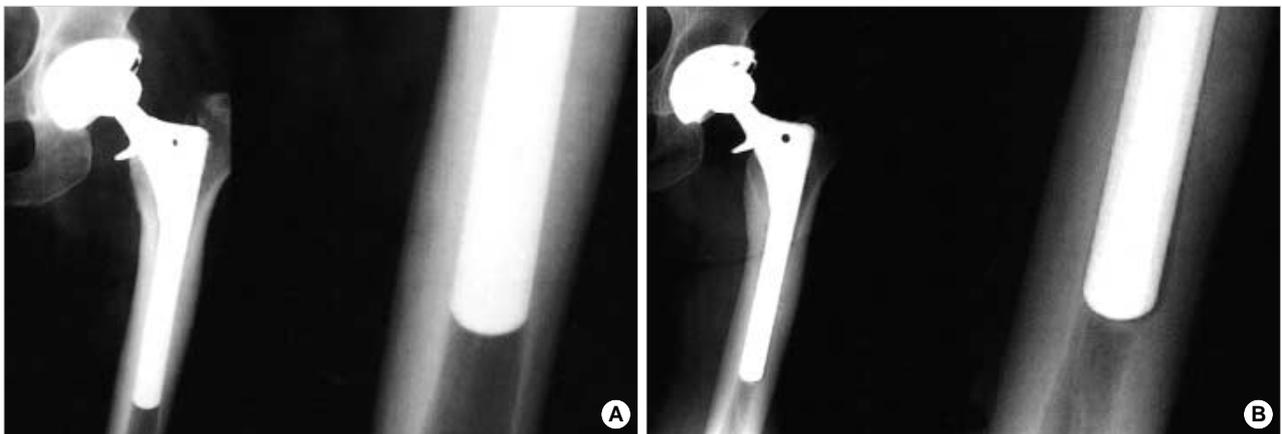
A: Immediate postoperative radiographs of a 54-year-old female who presented with posttraumatic osteonecrosis shows excellent fixation. B: Radiographs of femoral component 5 years later showing distal osteolysis at Gruen Zones 3 and 4.
